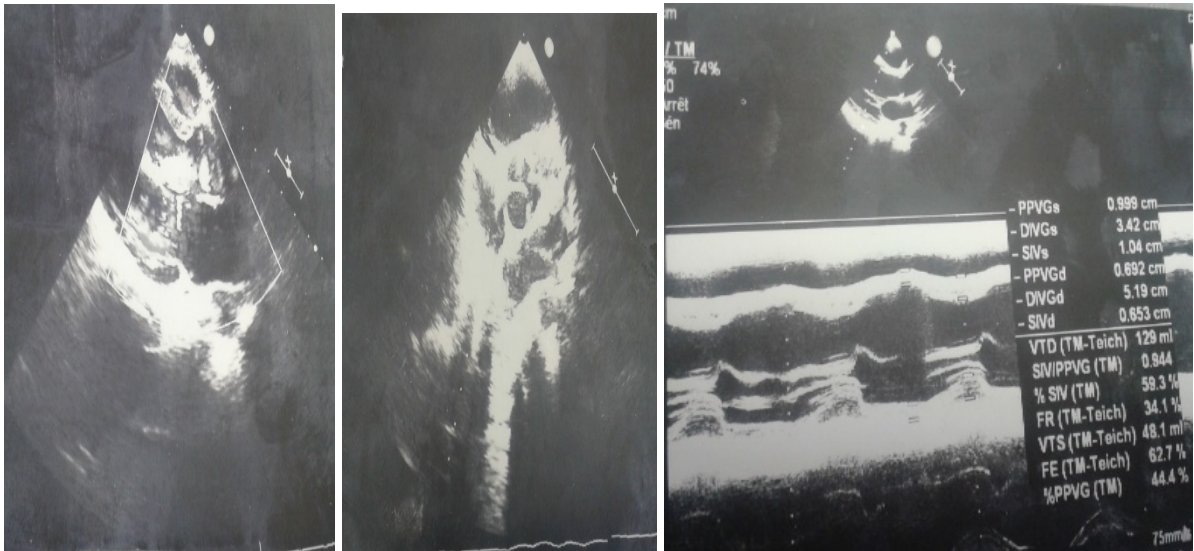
Une Échographie cardiaque montrant une IAO grade II avec retentissement hémodynamique, VG dilate de bonne fonction.
